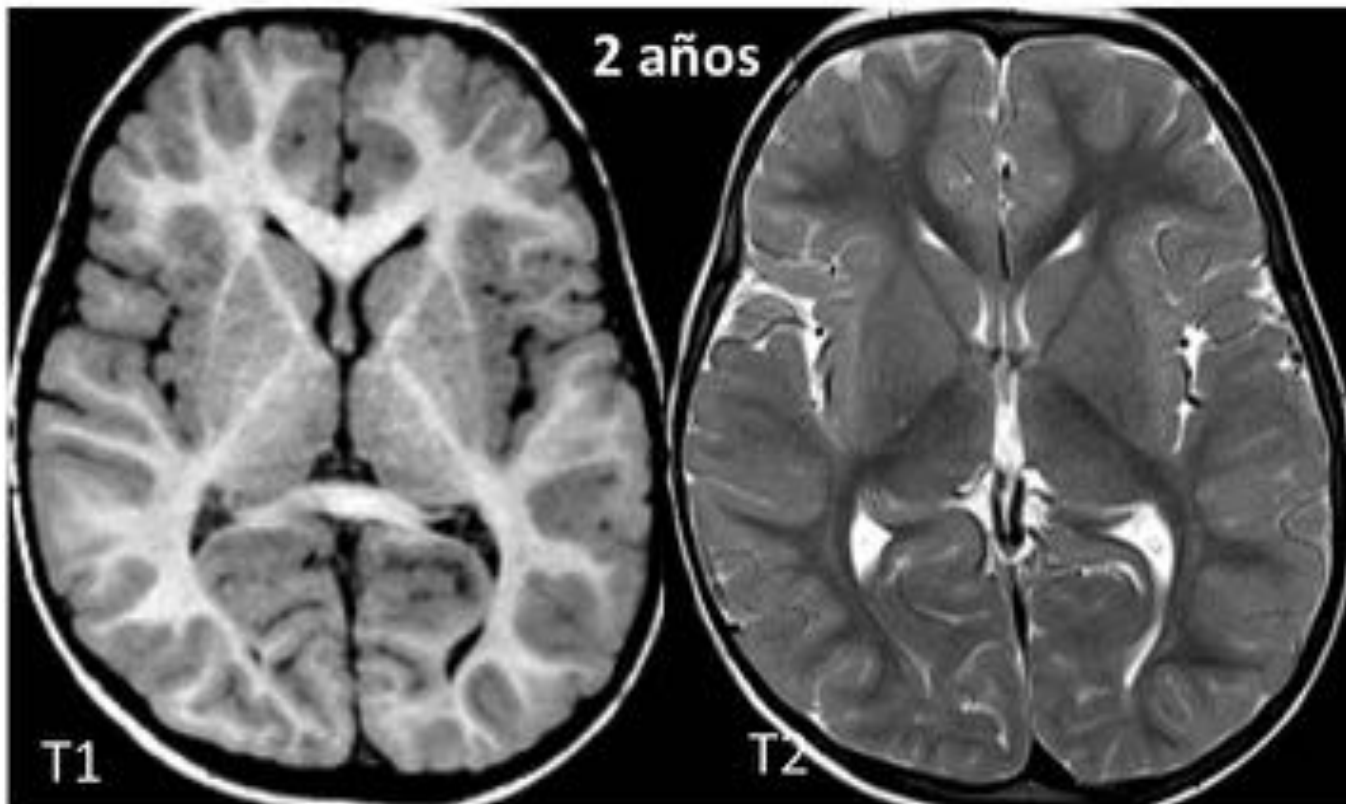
RM de cráneo en niño de dos años de edad donde se visualiza la sustancia blanca completamente mielinizada, hiperintensa en secuencias potenciadas en T1 e hipointensa en T2.
